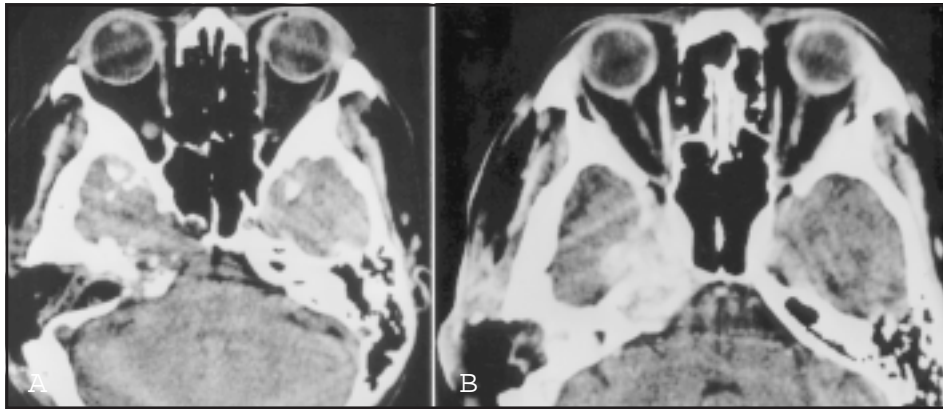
TC de crânio, após seis meses da cirurgia, mostrando exérese parcial do tumor. TC sem contraste, A. TC com contraste, B.
